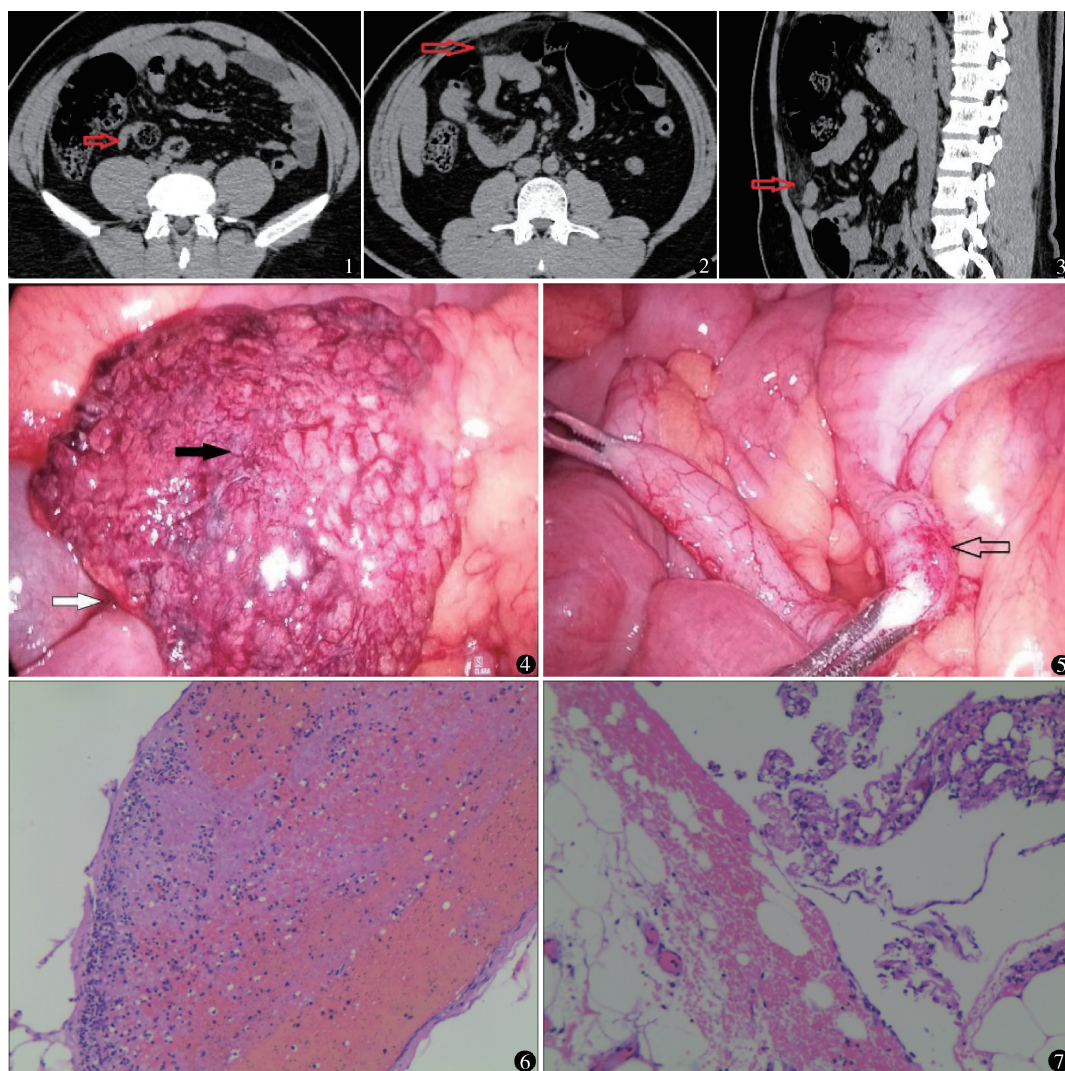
CT 平扫示阑尾根部形态无明显异常 图 2 CT 平扫示大网膜区域脂肪间隙模糊 图 3 CT 平扫重建 (矢状位) 示大网膜区域脂肪间隙模糊改变 图 4 术中见大网膜呈暗红色, 水肿肥厚, 形似饼块 (黑箭头), 腹腔游离血性积液 (白箭头) 图 5 术中见阑尾充血, 根部为著 图 6 镜下见大网膜组织内血管广泛扩张、充血并部分出血, 局部血管内可见血栓形成, 灶区可见纤维索性渗出物及组织细胞增生, 散在淋巴细胞、浆细胞及中性粒细胞浸润 (HE 染色 $\times 400$) 图 7 镜下见阑尾浆膜慢性炎 (HE 染色 $\times 400$)
